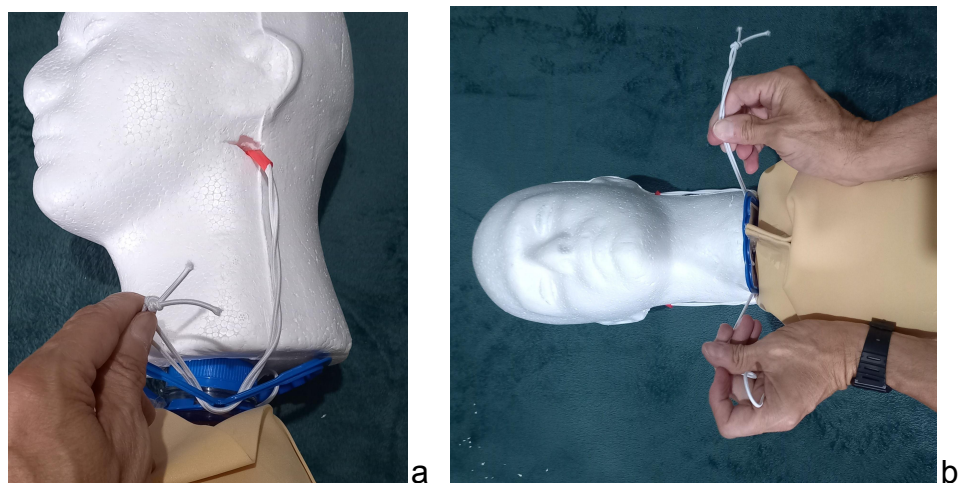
Acoplagem da cabeça de isopor na garrafa PET já com o envelope montado nela. Observar que as alças devem ficar viradas para parte anterior e posterior do simulador.
